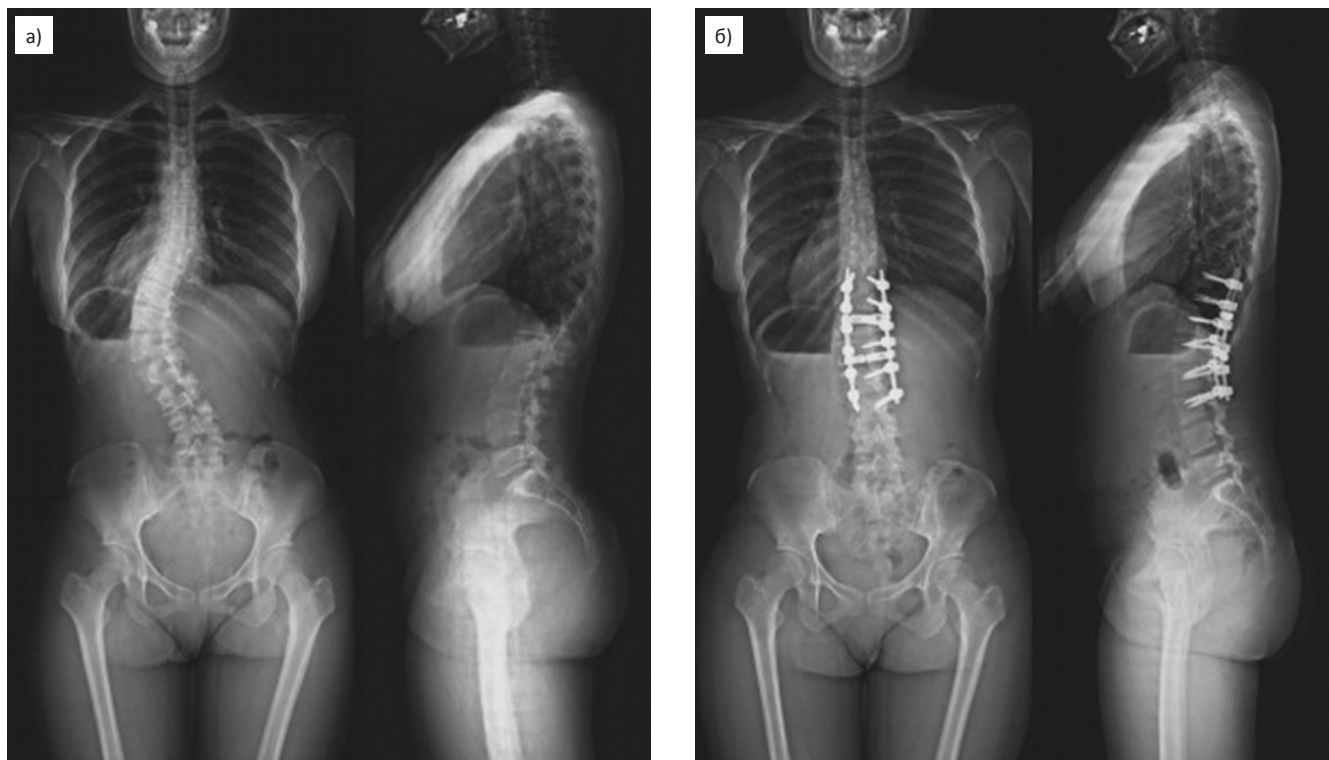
Снимки слот-рентгенографии пациентки до и после операции по устранению сколиотической деформации грудного и поясничного отделов позвоночника [4]
